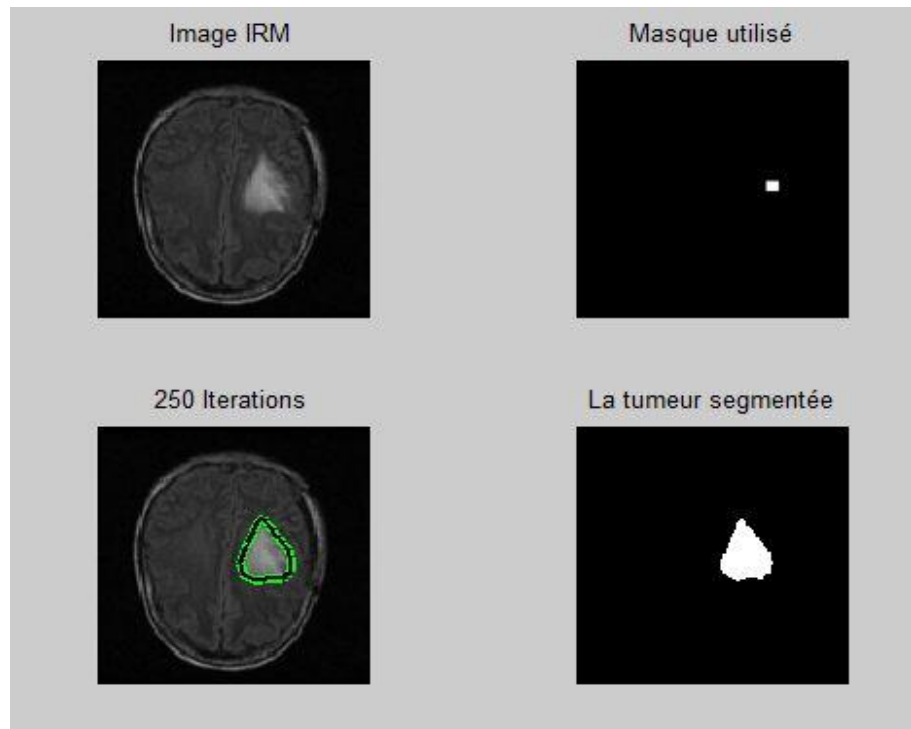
Segmentation de l'image IRM
